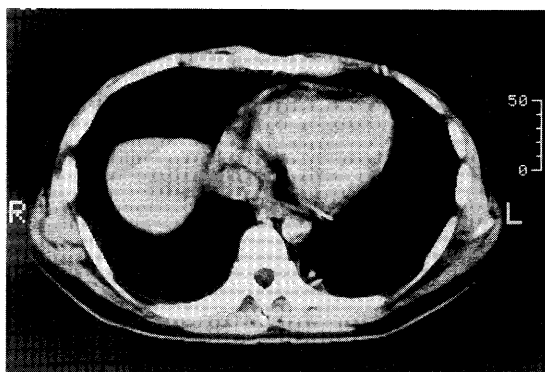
CT Image of the chest. The thickness of the pericardium is well demonstrated.
